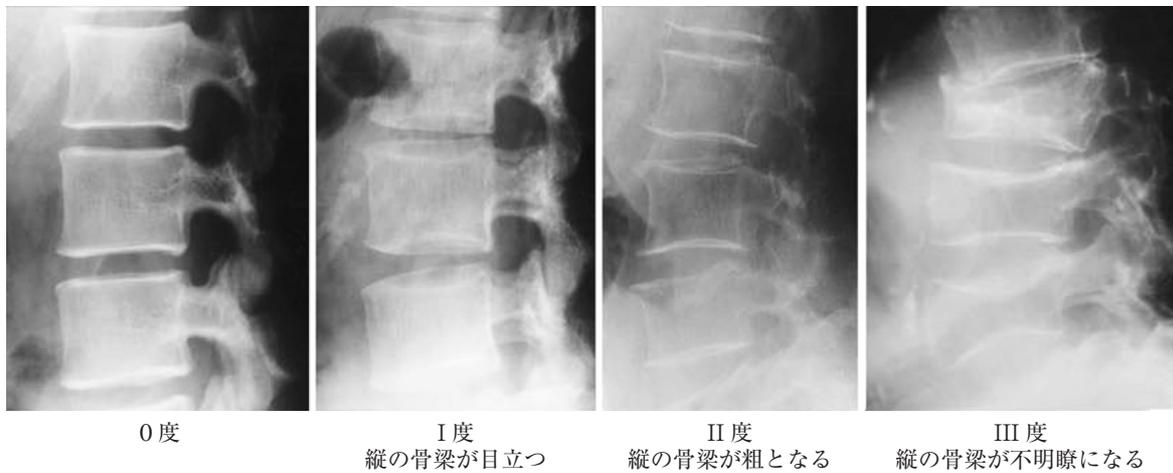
単純X線写真による腰椎骨萎縮度分類 (慈大式分類)
